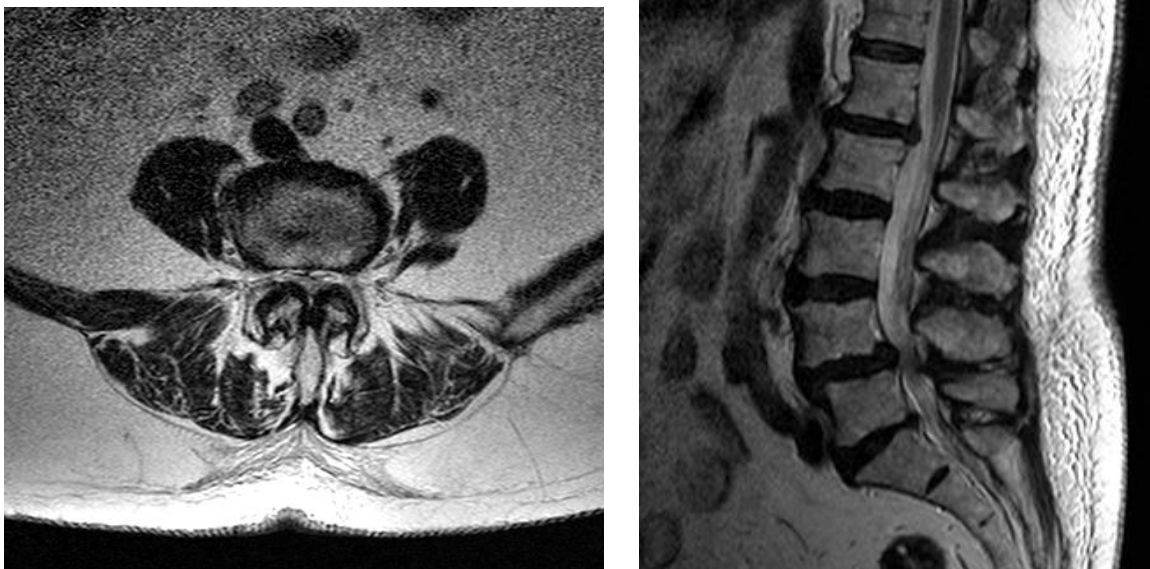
MRT der LWS (T2) eines Patienten mit Spinalkanalstenose in den Segmenten L3/4 und L4/5 und Minorinstabilität bei L4/5
